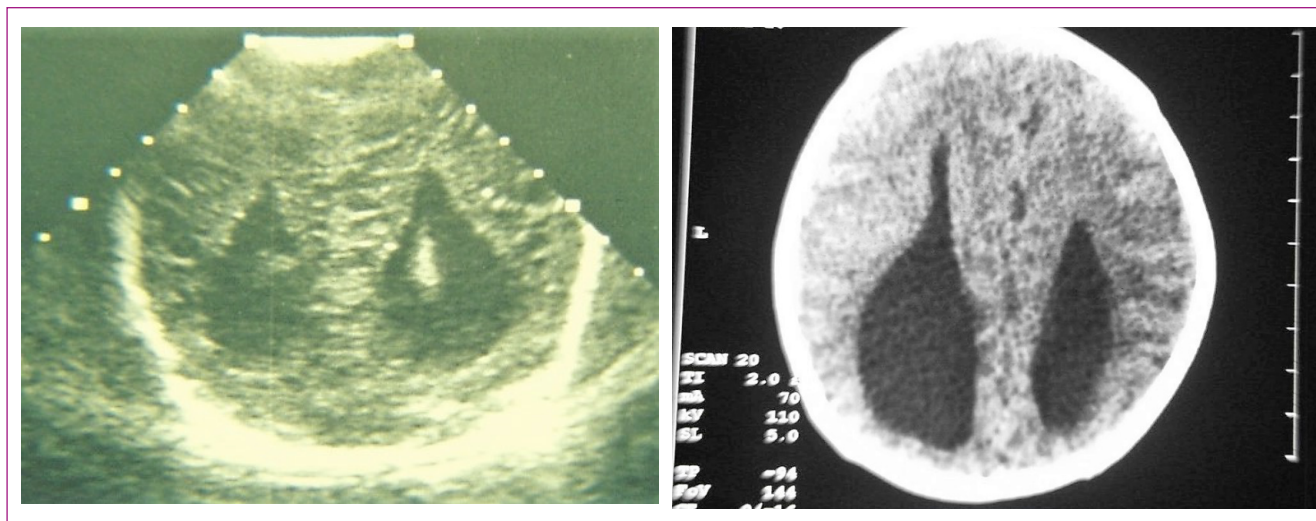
La ecografía (izquierda), con el corte coronal posterior, y la TC (derecha) muestran dilatación y verticalización de las astas posteriores de los ventrículos laterales, signo indirecto de agenesia de cuerpo calloso.
